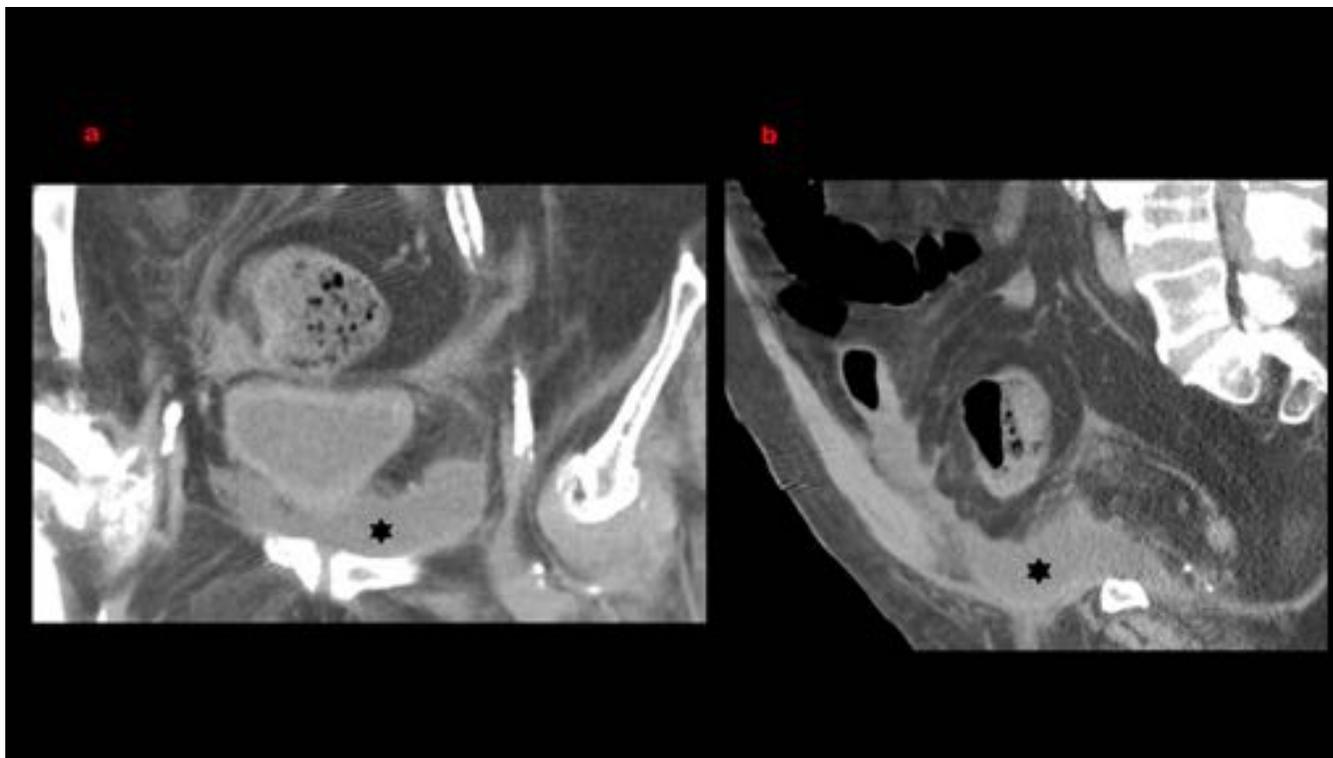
Varón de 82 años. Prostatectomía radical 48 horas antes. Dolor abdominal. TC coronal (a) y sagital (b) muestra colección (asterisco) en lecho quirúrgico en relación con hematoma.
